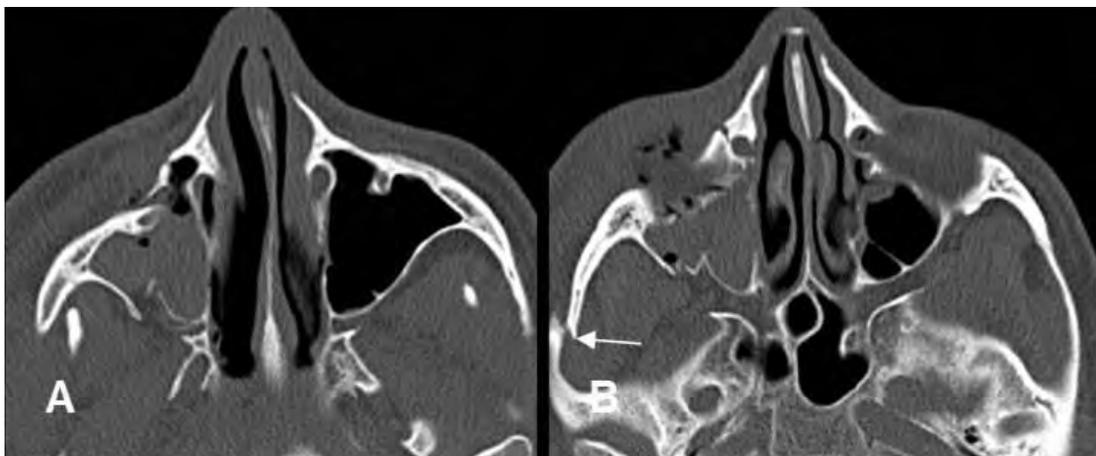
Tomografía Axial Computarizada en la que se observa fractura del hueso cigomático.<sup>31</sup>
